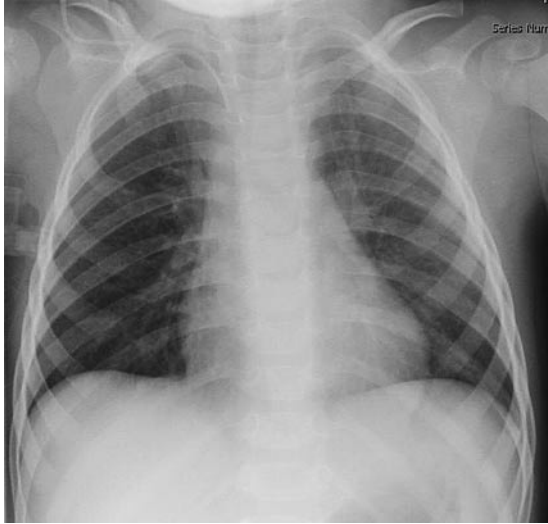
Anlage eines ZVK zur intravenösen Antibiose bei einem 2-jährigen Kind mit Osteomyelitis. Die Röntgenaufnahme zeigt einen ZVK von rechts subklavikulär mit regelrechtem Verlauf bis zur V. brachiocephalica rechts. Keine sonografische Kontrolle. Gesicherte intraarterielle Fehllage nach neurologischer Auffälligkeit, multiple Hirninfarkte durch Thrombembolien.
